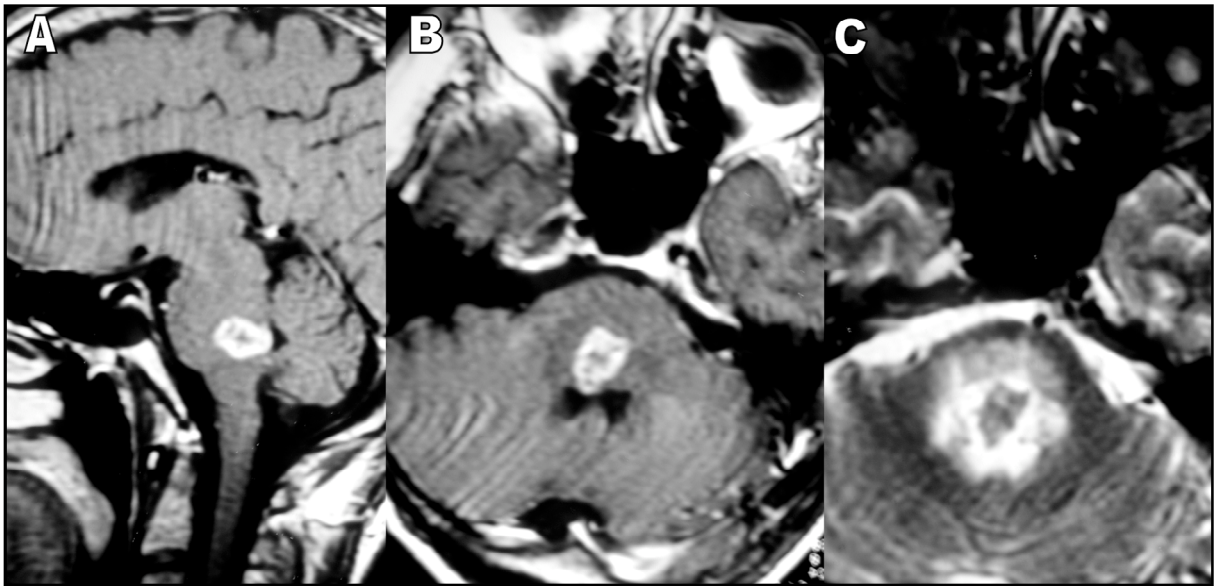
RM do encéfalo mostrando granuloma na ponte. Corte sagital (A) e axial (B) em T1, com gadolínio e em T2 (C).
